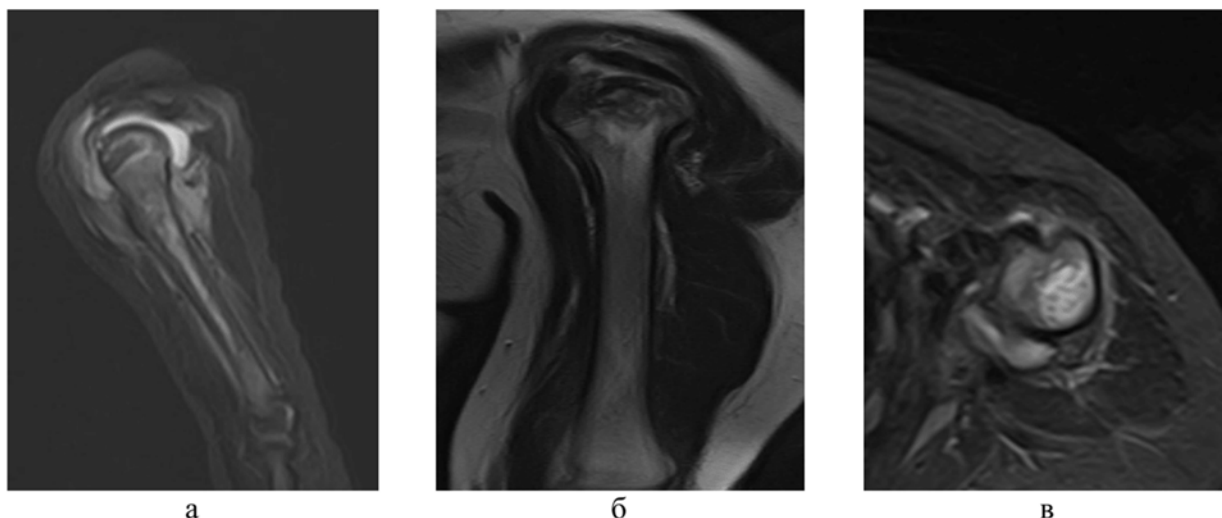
МР-томограммы левой плечевой кости и сопряженных суставов того же пациента, 9 мес.: а – STIR, SAG, интрамедуллярные изменения, трабекулярный отек костного мозга, синовит; б – T2-STIR, SAG, деструкция проксимального метафиза, экстраоссальный компонент; в – T2-STIR, AX, выраженный экстраоссальный компонент
